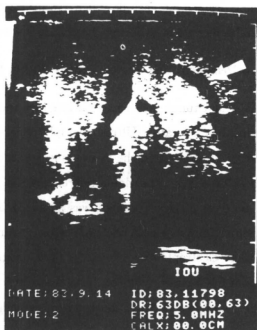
Intraoperative ultrasonogram showing compression of the middle hepatic vein (arrow) by a large tumor on the right half of the liver
